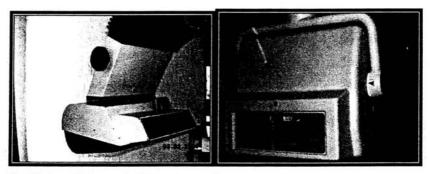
Cabeza de Aparto de Ortopantomografias.
